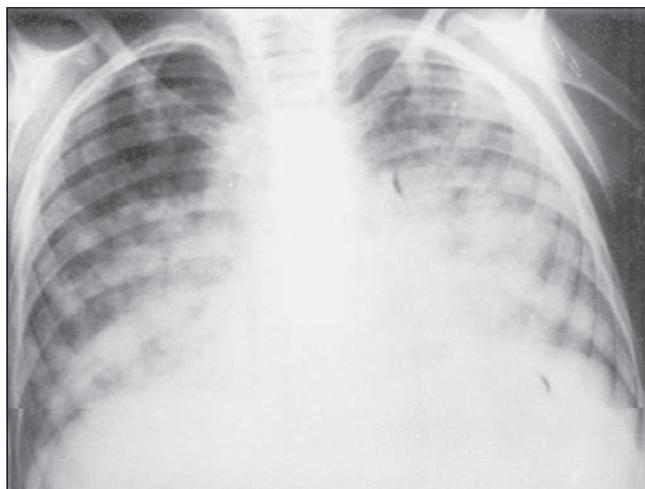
Рентгенограма 2. У легенях осередки дисемінації в динаміці збільшення, правий корінь розширений
